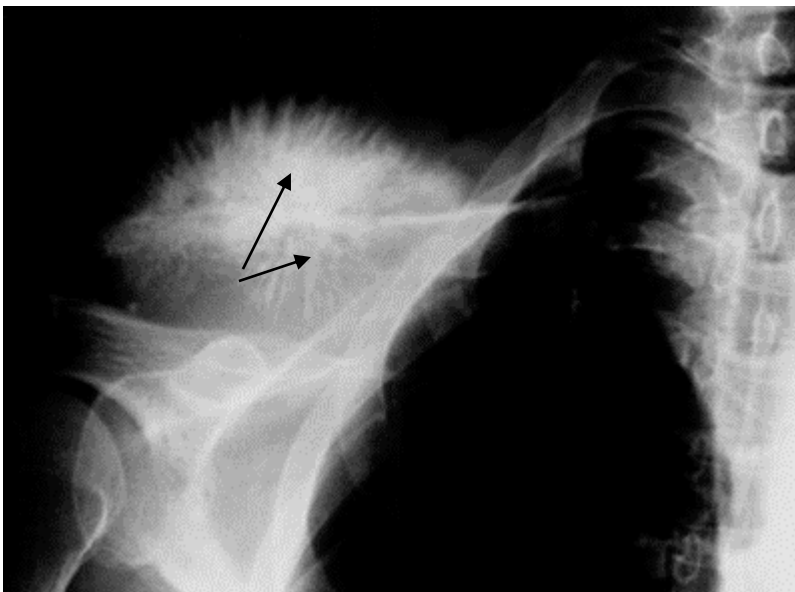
Рентгенограмма плечевого сустава в прямой проекции. В области средней части и плечевого конца ключицы определяется спикулообразный периостоз (стрелки). Метастаз рака предстательной железы в ключицу (диагноз морфологически верифицирован)
